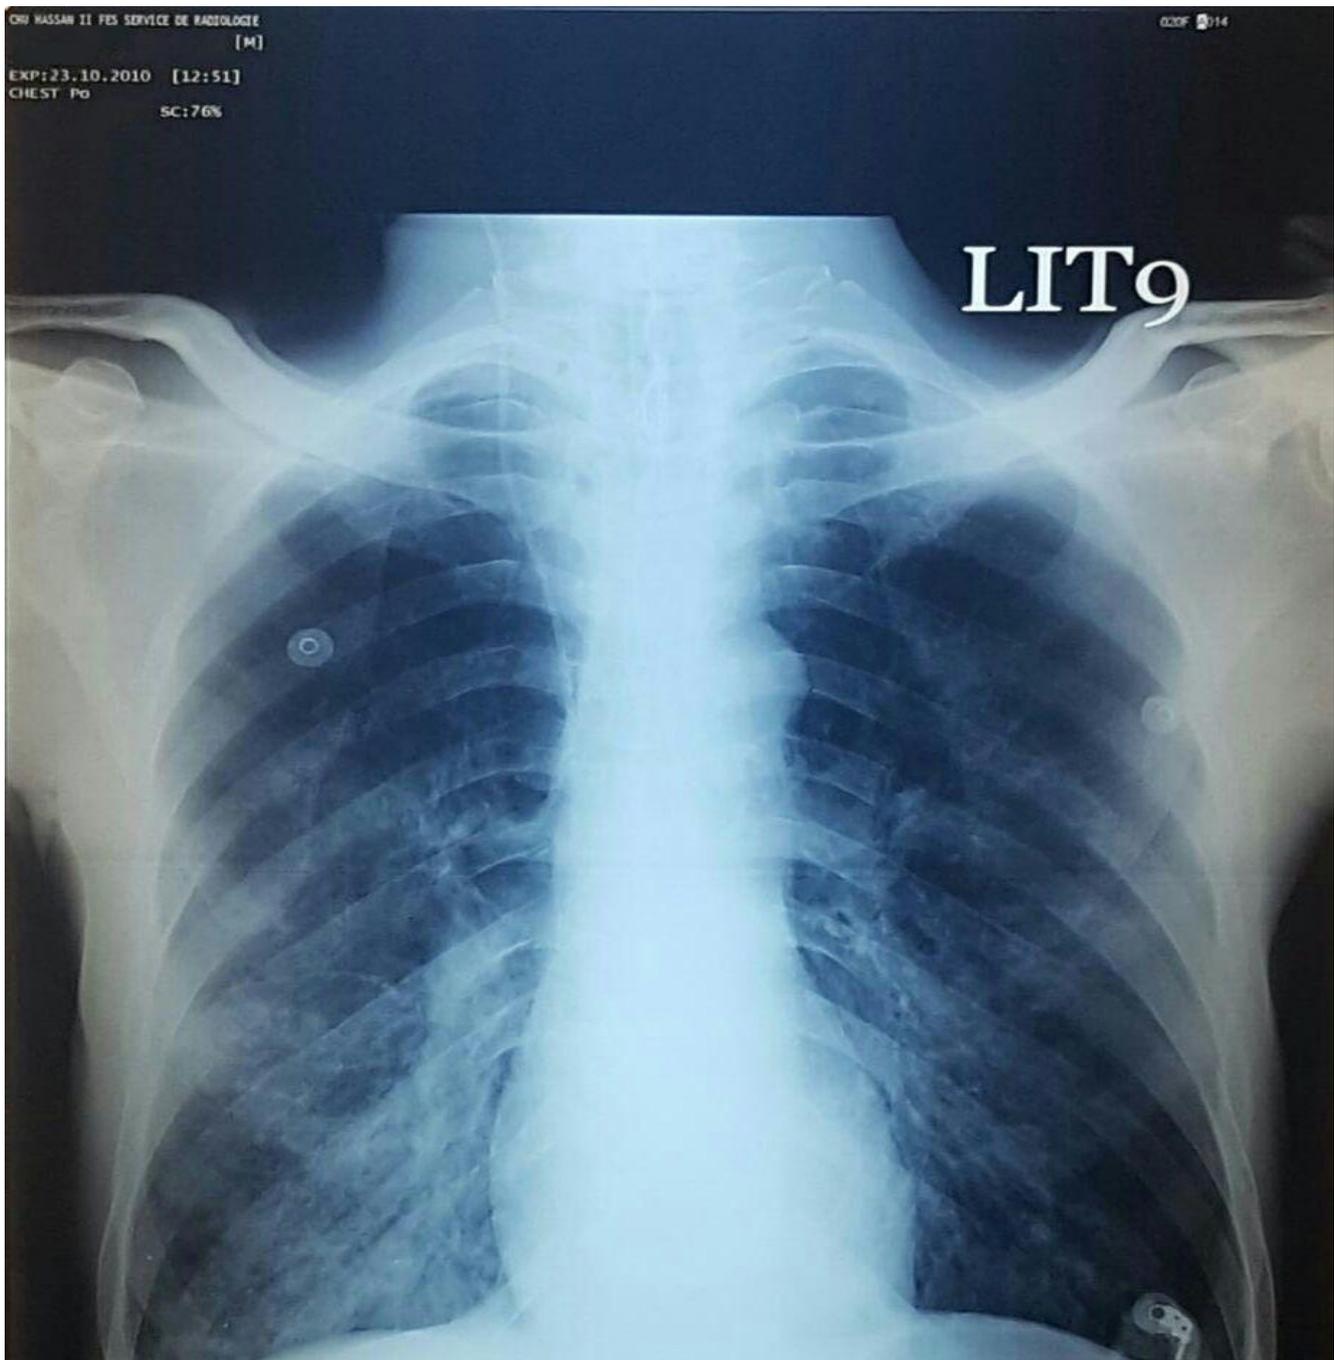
Radiographie thoracique de face montrant la persistance de la surcharge hilare en unilatéral (du côté droit)
